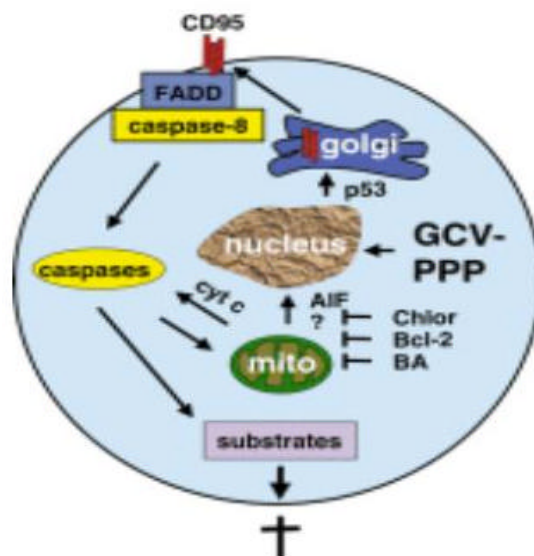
Molekularer Mechanismus der HSV-TK/GCV induzierten Apoptose (nach Beltinger 2001). mito = Mitochondrien; Chlor (Chloramphenicol), Bcl-2, BA (bongrekic acid) = reduzieren sehr stark die HSV-TK/GCV induzierte p53-Akkumulation.
